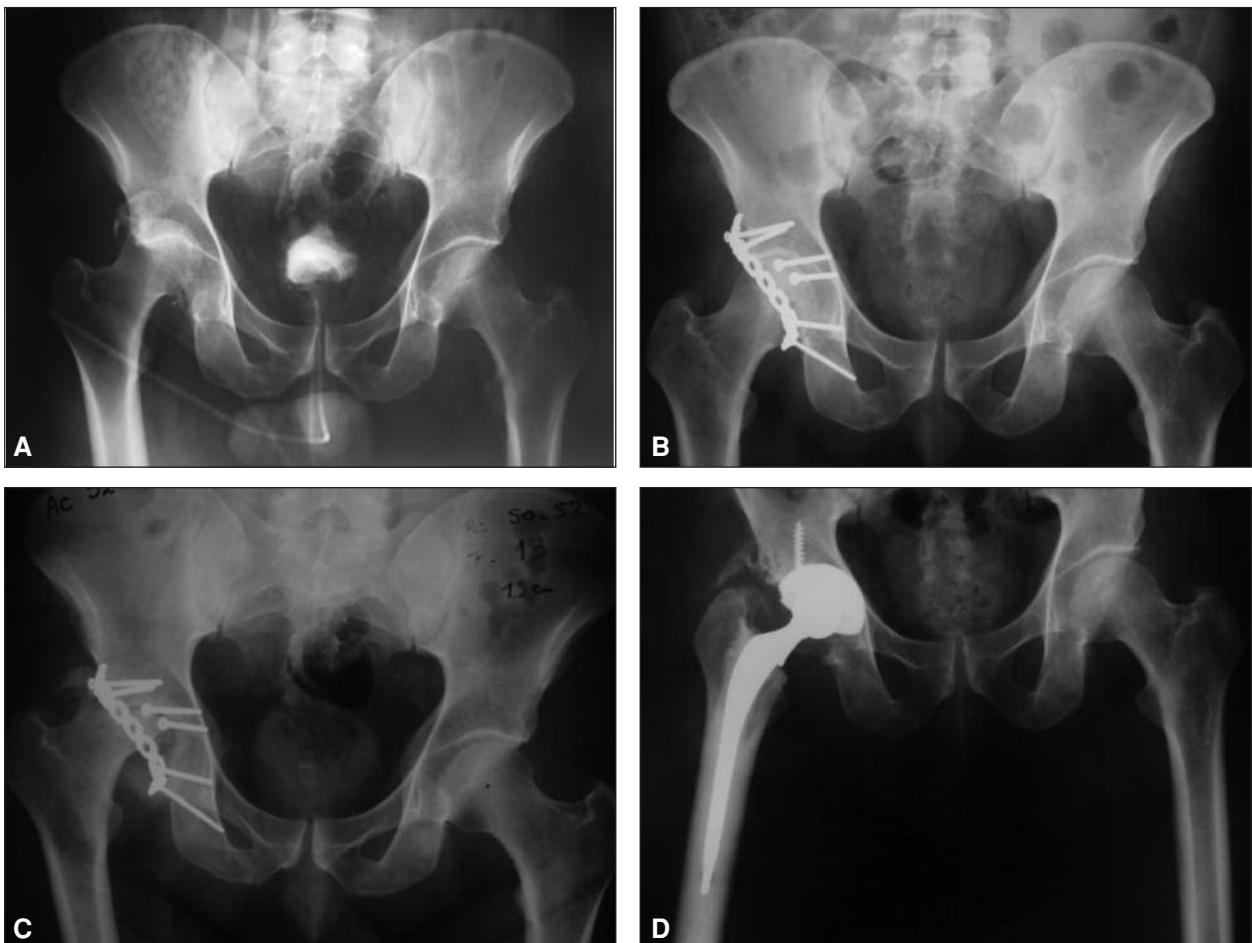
Hombre de 59 años, con fractura de ceja posterior y luxación de cadera de ceja posterior. Reducción abierta y fijación interna. Necrosis ósea avascular de la cabeza femoral a los 6 meses de la lesión. Osificación heterotópica (Brooker II). Reemplazo total de cadera híbrido. Radiografía a los 36 meses de la cirugía.
